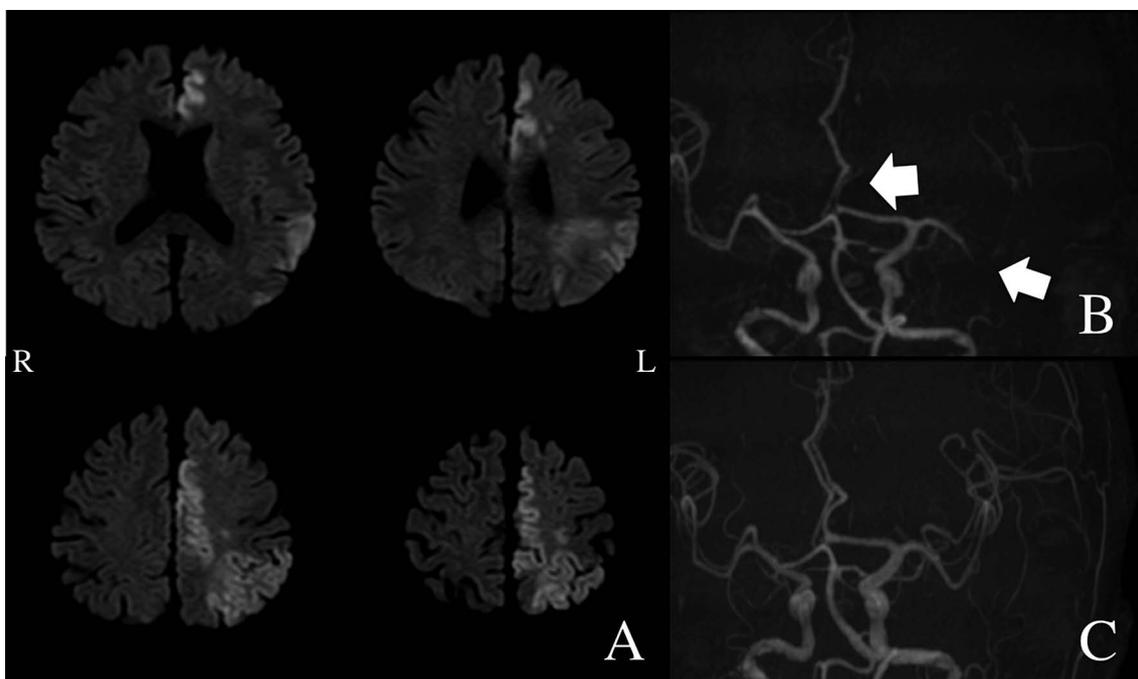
Brain MRI on admission (A, B) and on the second day in hospital (C).
